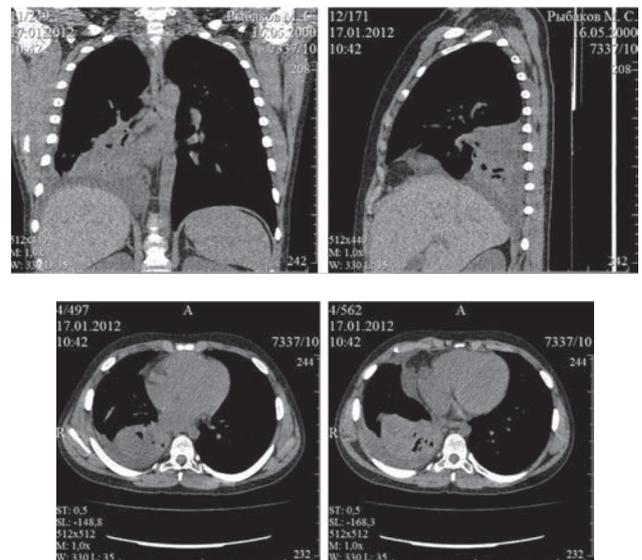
МСКТ грудной клетки через 4 месяца от начала антифунгальной терапии
